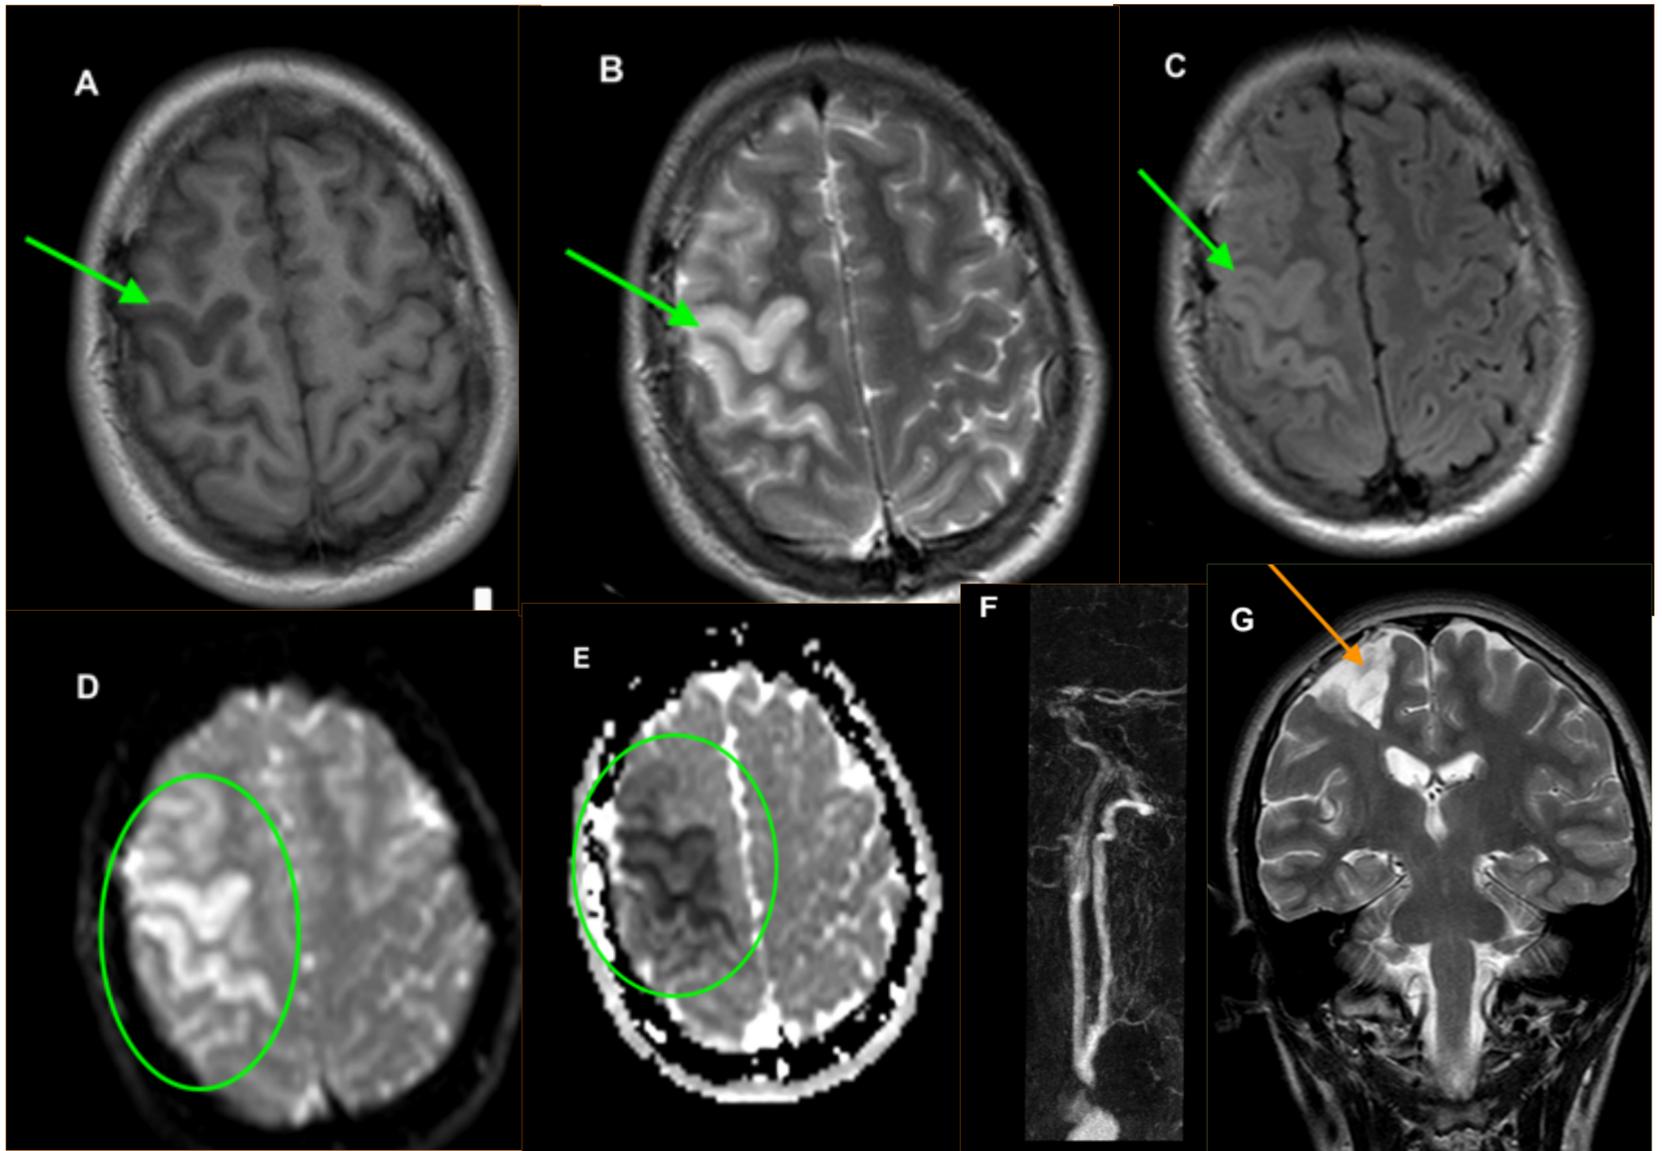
Niño de 12 años con hemiparesia izquierda desde hace 5 horas. Se realiza RM por disponibilidad urgente y colaboración del paciente sin necesidad de sedación. Se observa una lesión parenquimatosa fronto-parietal derecha que se muestra hipointesa en T1 (A), hiperintensa en T2 (B) y FLAIR (C) y con restricción en difusión (D,E), en relación con lesión isquémica aguda (*señalado en verde*).
